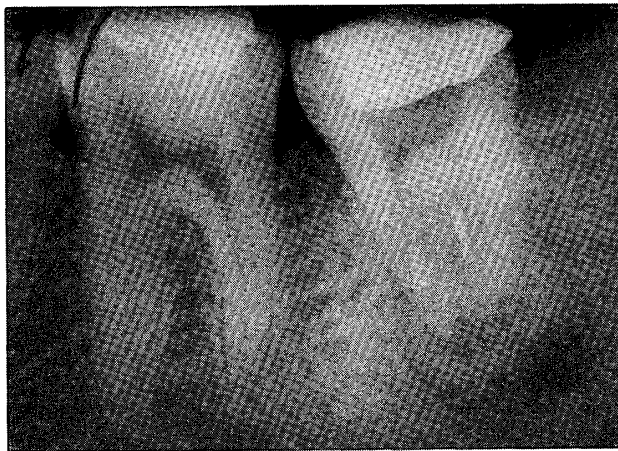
セメント質腫(第2期)の1例 (根尖部にX線
